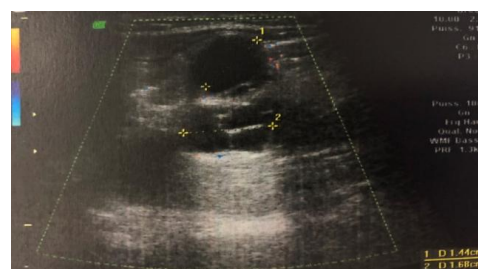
Échographie de la cuisse gauche montrant une formation kystique bien limitée multivésiculaire dans la loge postérieure de la cuisse.
